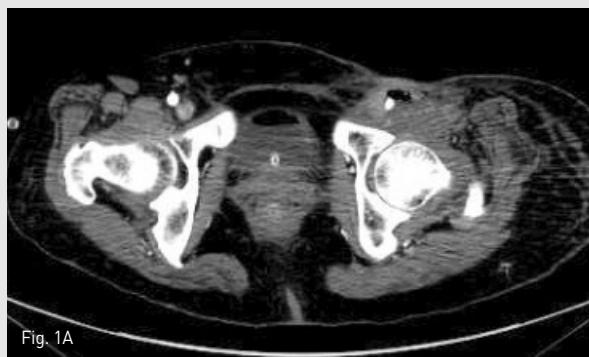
An axial CT scan shows left inguinal mass encasing left common femoral artery (A), proximal portion of superficial and deep femoral artery (B). Note the tumor necrosis, skin defect, and exposed superficial and deep femoral artery.
